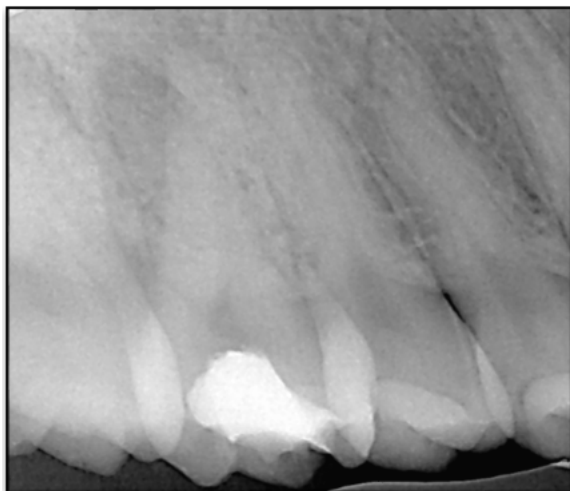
Radiografía inicial pieza 1.6
